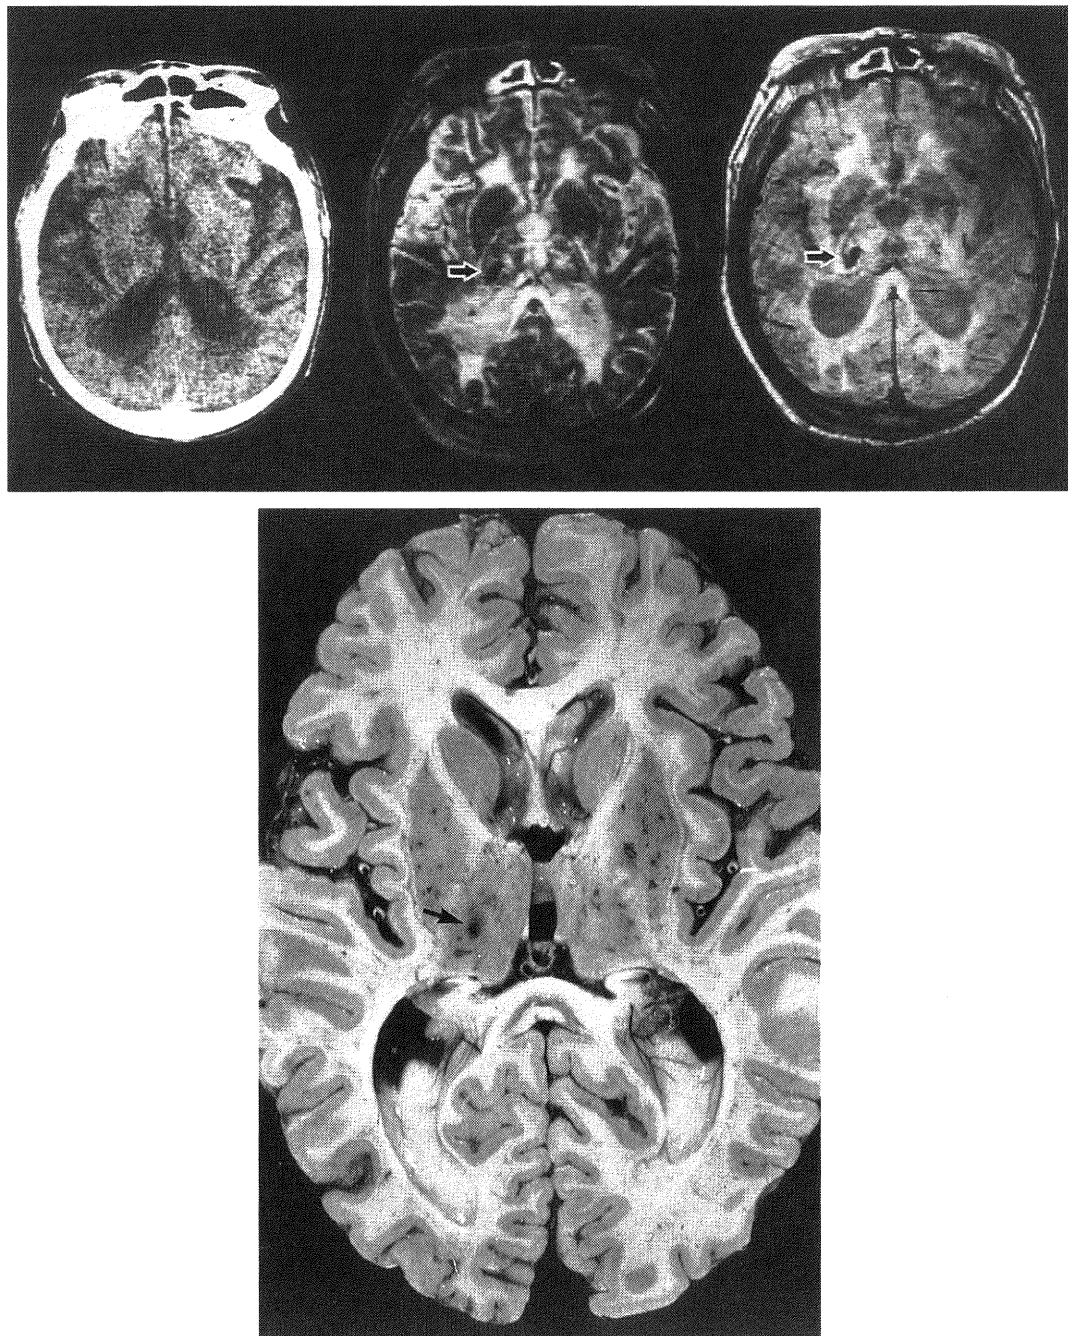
上段は OCH を有する症例15の死亡1年前の頭部 CT (左), 死亡3日前の T2w (中) と弱 T2w (右) 画像. CT でも PVL や両側基底核の低吸収域はみられるが, T2w 画像で HIA としてより明瞭に認められる. 更に, 右視床に小楕円状 (矢印) の LIA がみられる.
